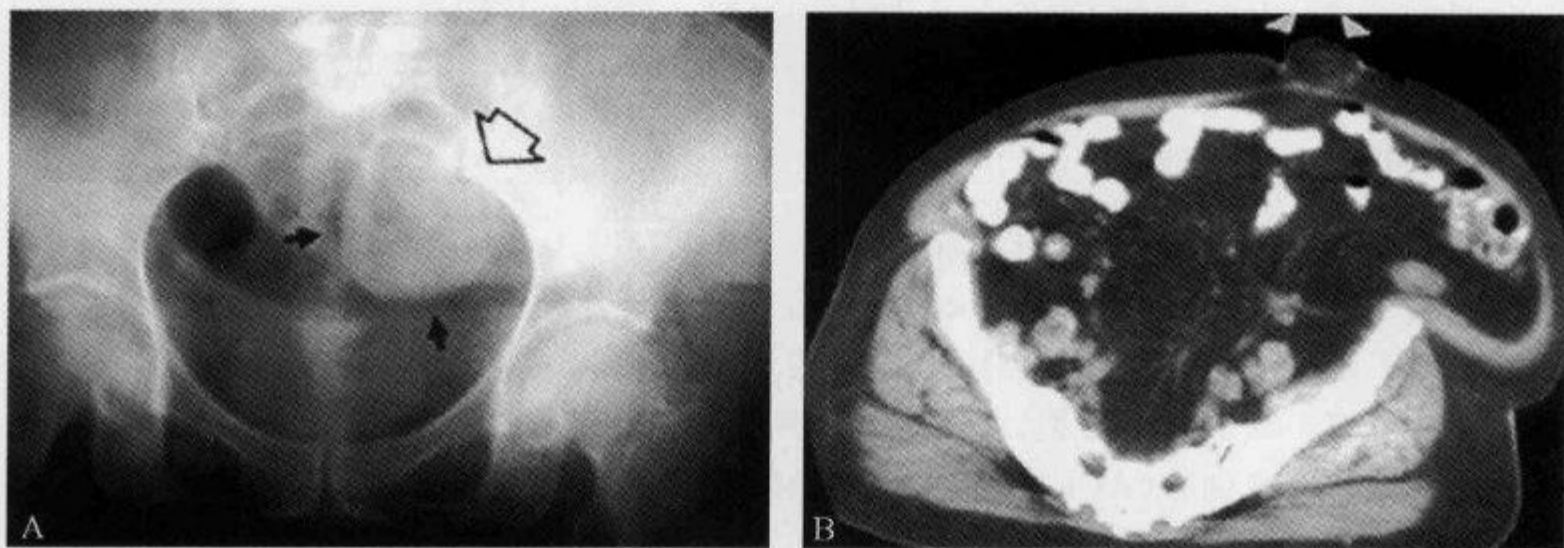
腹部 X 线平片示“不完全边缘征”
